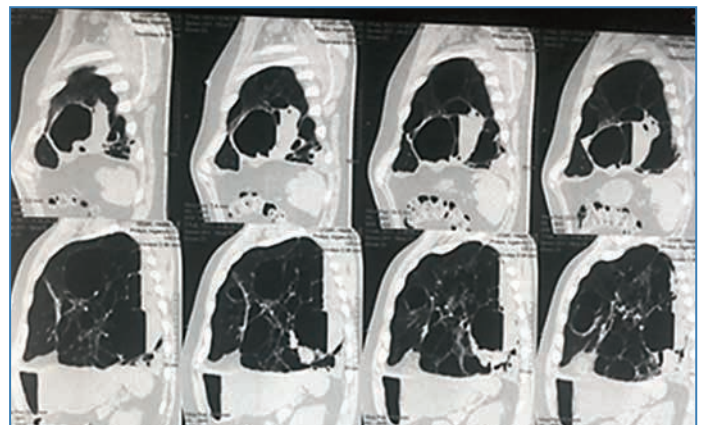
КТ ОГК: разрушенное левое легкое. Поликистоз левого легкого. Абсцесс левого легкого с пневмонией
